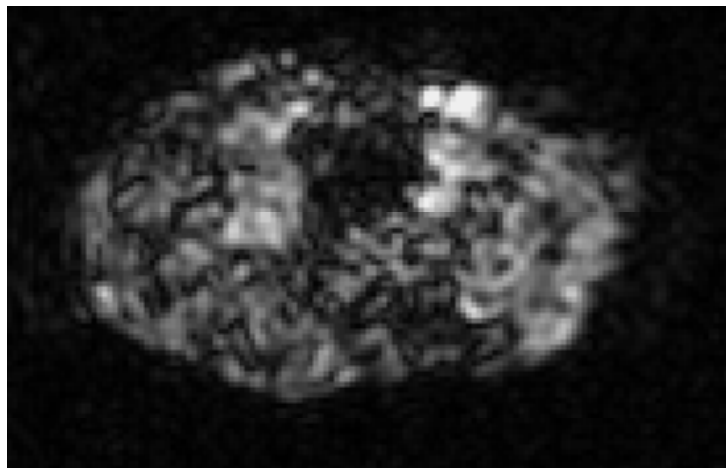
MRT-Bild eines Tibiaplateaus
